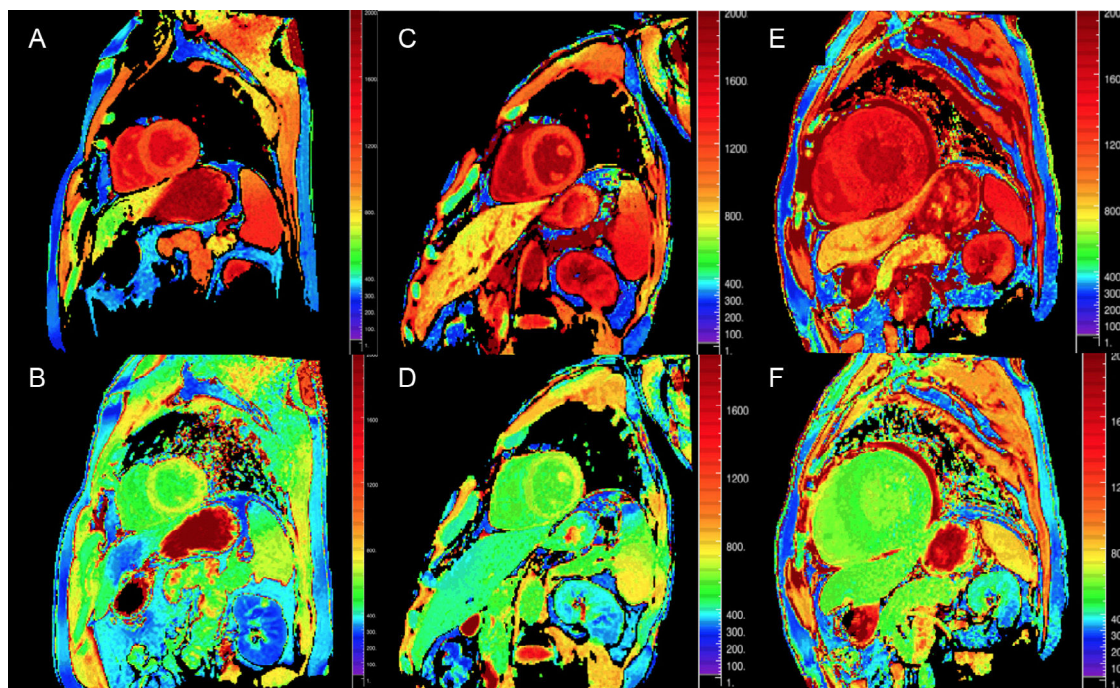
Mapas T1, antes y después de contraste, con inversión-recuperación de *look-locker* modificada (MOLLI) en resonancia magnética cardíaca 3 T de control sano, paciente con amiloidosis por transtiretina y amiloidosis primaria por cadenas ligeras. A y B: mapa T1 nativo y volumen extracelular (VEC), respectivamente, en control sano, que muestra valores normales (VEC = 0,214). C y D: mapa T1 nativo y VEC, respectivamente, en paciente con amiloidosis por transtiretina hereditaria con daño neurológico y afección cardíaca incipiente: elevación discreta de T1 nativo y VEC levemente elevado de 0,361. E y F: mapa T1 nativo y VEC, respectivamente, en paciente con amiloidosis cardíaca por transtiretina forma natural: elevación de T1 nativo y VEC muy elevado de 0,626, que refleja una infiltración amiloide masiva. Cortesía del Dr. Jesús González-Mirelis. Esta figura se muestra a todo color solo en la versión electrónica del artículo.
